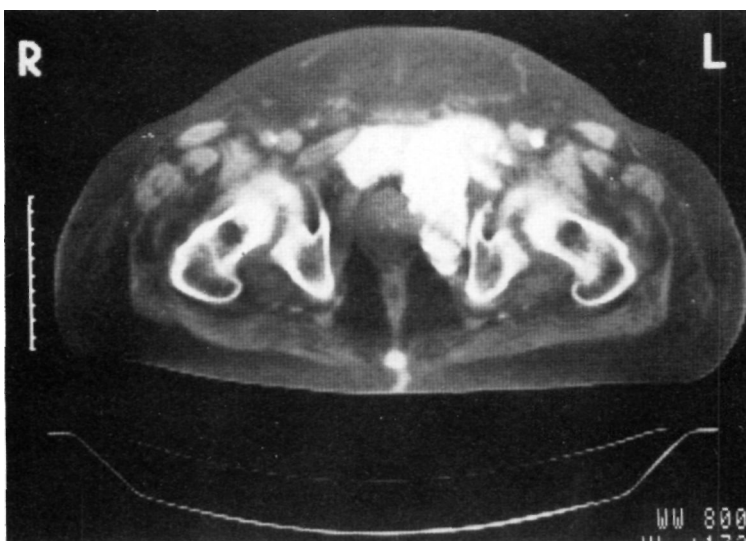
Tomografía axial computarizada de pelvis en la que se aprecia la extensión de la masa calcificada hacia adentro de la pelvis en el plano horizontal.
